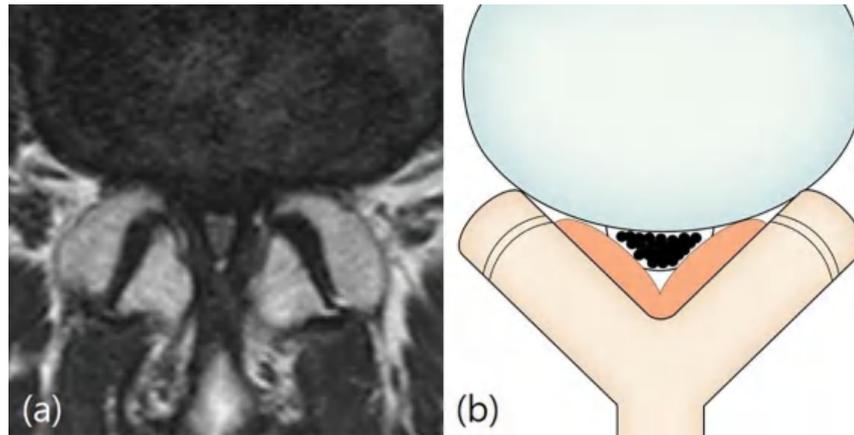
Klasifikasi Lee. Grade 0 dan 1 (tidak ada atau stenosis ringan). Gambar a dan b: Grade 0 (tanpa stenosis). Seorang wanita 66 tahun dengan nyeri punggung bawah. MRI potongan aksial berbobot T2 pada L2-3 tidak menunjukkan hilangnya ruang cairan serebrospinal anterior. Gambar c dan d : Tingkat 1 (stenosis ringan). Seorang wanita 61 tahun dengan nyeri punggung bawah. MRI potongan aksial berbobot T2 pada L2-3 menunjukkan obliterasi ringan pada anterior ruang cairan serebrospinal dan semua cauda equina jelas terpisah satu sama lain. (Yeon et al, 2020)
